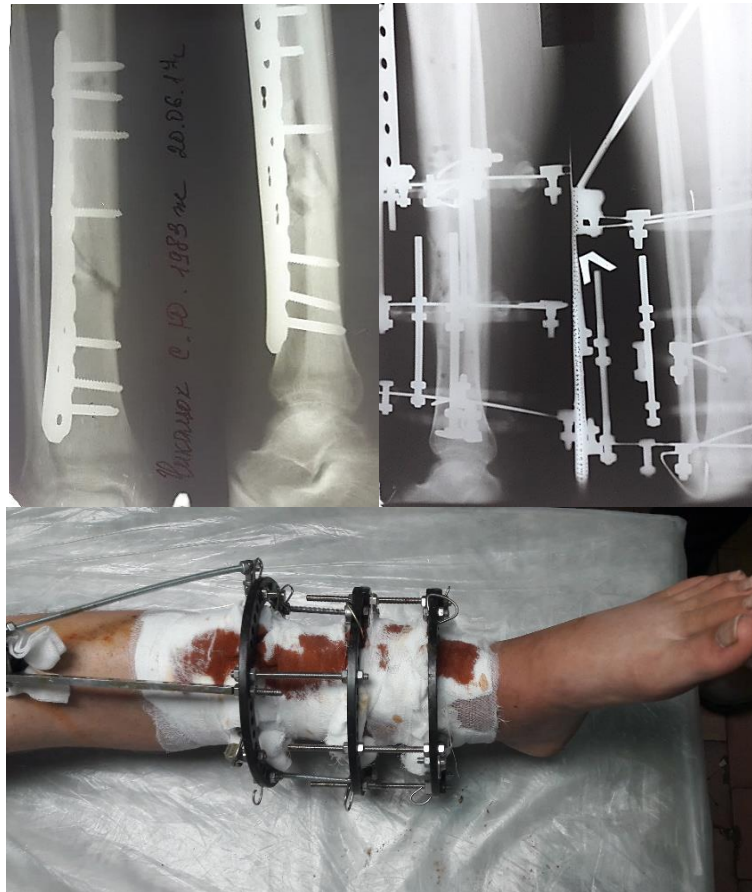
Рентгенограми нормотрофічного незрощення, проведення монолокального режиму фіксації кільцевим апаратом; зовнішній вигляд кінцівки.
